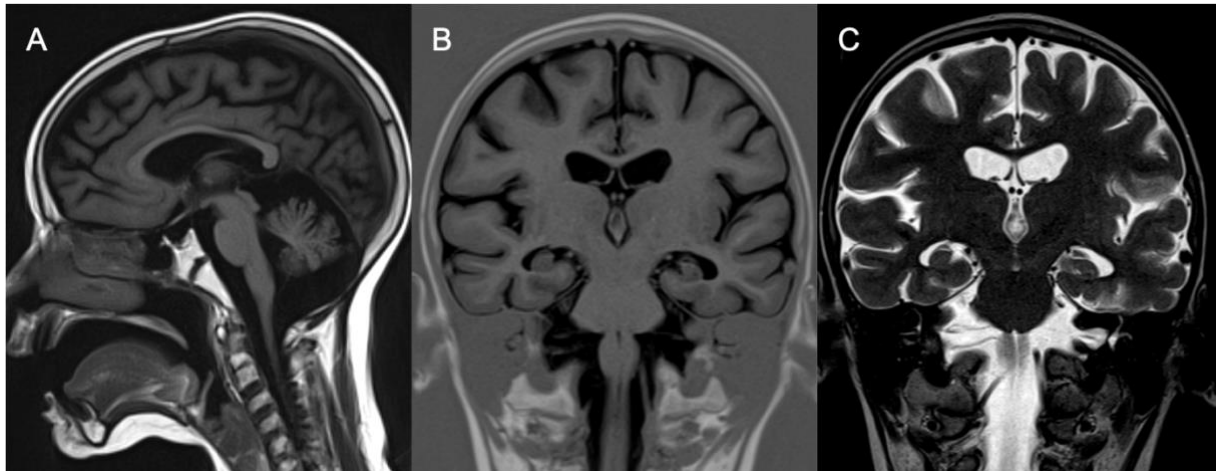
Cas 72 : Enfant de 6 ans : retard psychomoteur modéré en phase d'intensification d'un traitement d'une LAL T. La jeune patiente a bénéficié d'une radiothérapie encéphalique prophylactique et d'une allogreffe de moelle osseuse. L'IRM cérébrale montre sur la séquence sagittale T1 (A), un amincissement du corps calleux et un élargissement des sillons vermiens. Les séquences coronales T1 (B) et T2 (C) montrent un élargissement des ventricules et des espaces sous-arachnoïdiens. Il s'agit d'une atrophie cortico-sous-corticale diffuse marquée sus et sous-tentorielle pouvant être secondaire aux différents traitements entrepris.
